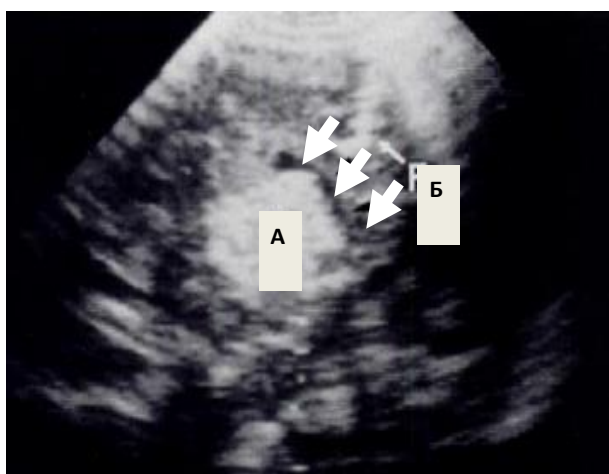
УЗИ-картина (а - опухоль, б - фалькс) и МРТ б-го С. 3 лет (и/б 430-2010). Диагноз: продолженный рост анапластической астроцитомы левого зрительного бугра. Умеренно выраженная гидроцефалия. Стрелками указана ликворная щель, указывающая на неполную окклюзию ликворопроводящих путей, что объясняет невыраженный характер водянки. Рядом видна полость от предыдущего вмешательства
